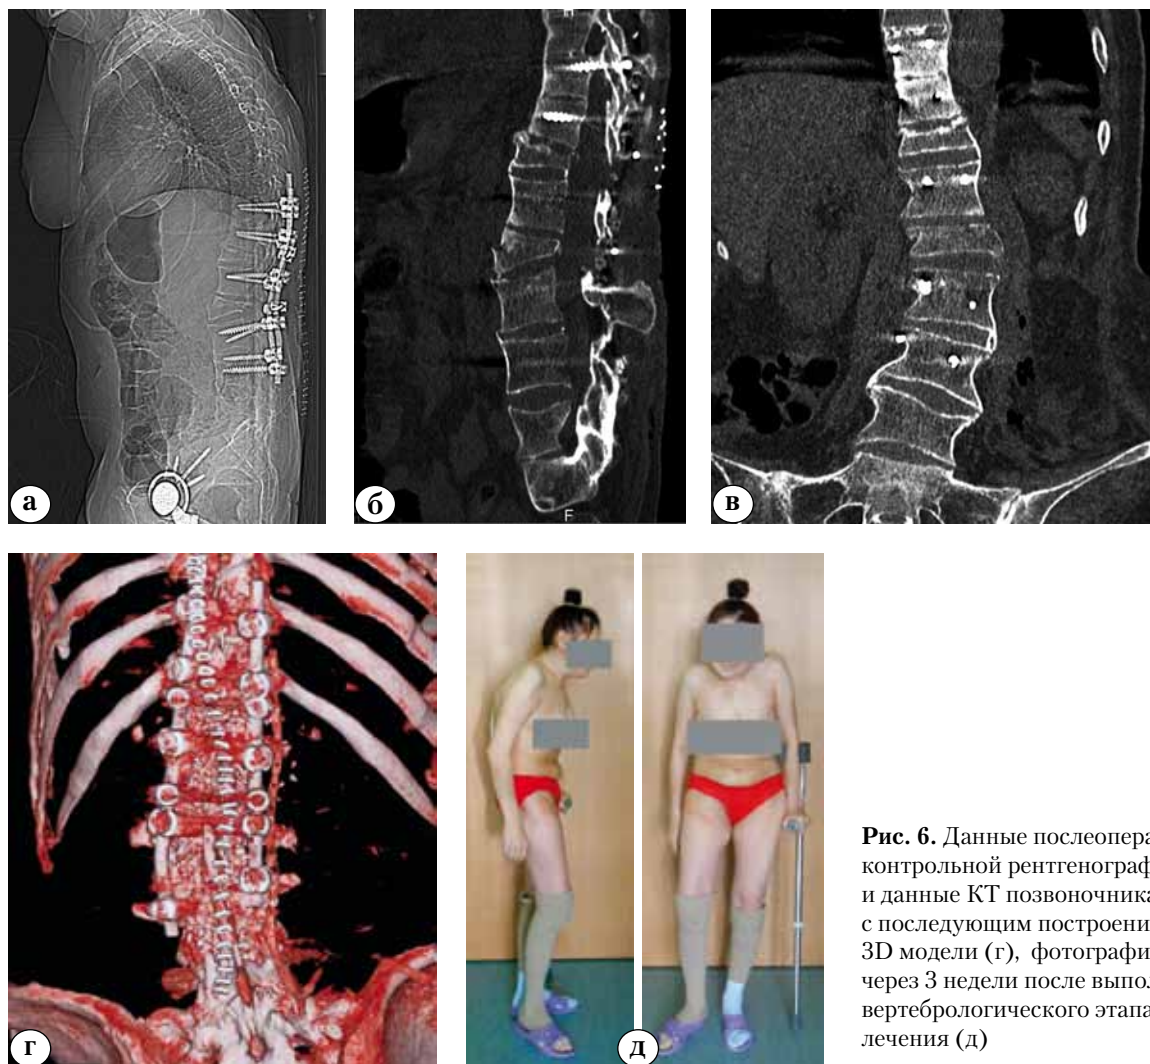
Данные послеоперационной контрольной рентгенографии (а) и данные КТ позвоночника (б, в) с последующим построением 3D модели (г), фотографии пациентки через 3 недели после выполнения вертебрологического этапа лечения (д)
